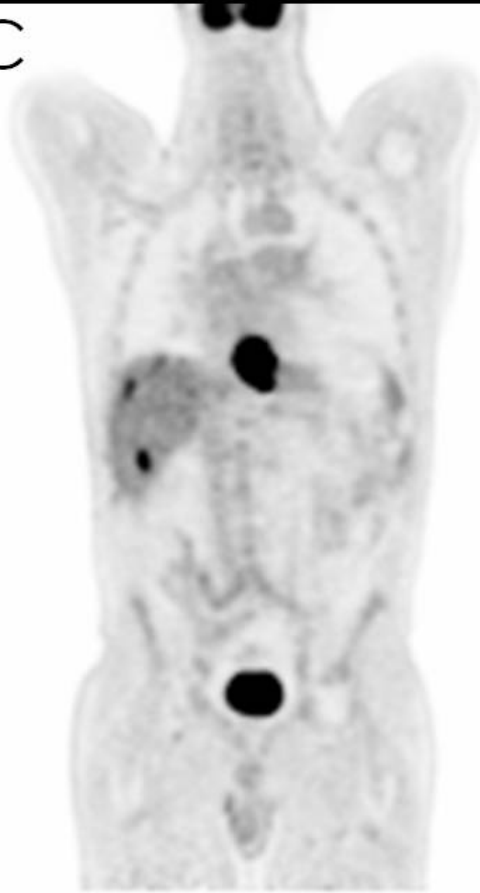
Imágenes axiales de fusión PET/TC (A y B) y coronal PET (C) que muestran neoplasia en esófago distal, con metástasis ganglionares y hepáticas.
